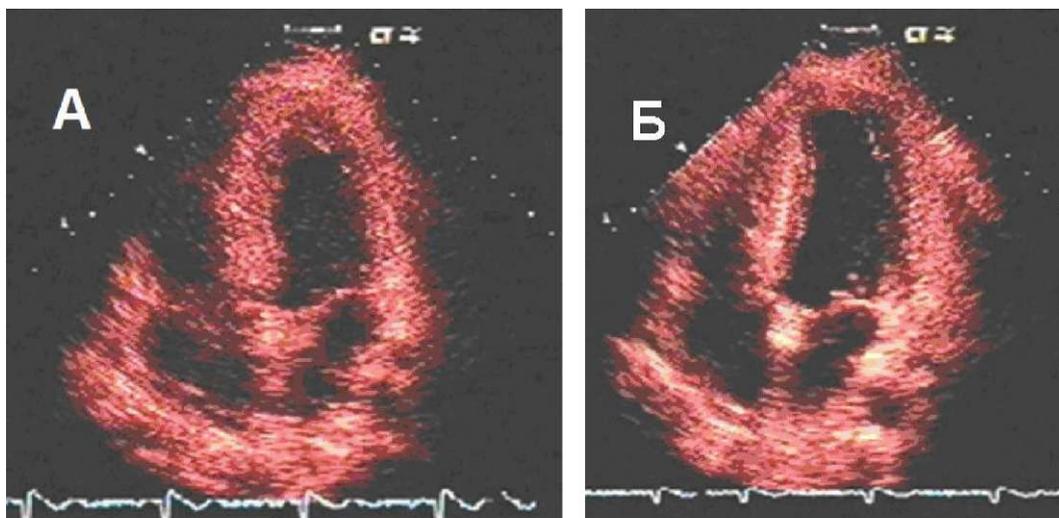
Эхокардиограммы больного О. в четырехкамерной позиции от верхушки сердца: А - до химиотерапии; Б - после химиотерапии (объяснение в тексте)
